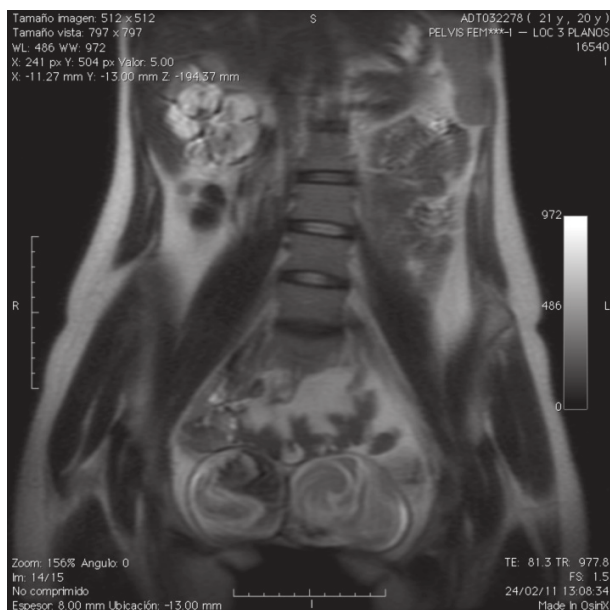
En la resonancia magnética se pudieron identificar dos vejigas no comunicantes con interface entre ellas.
